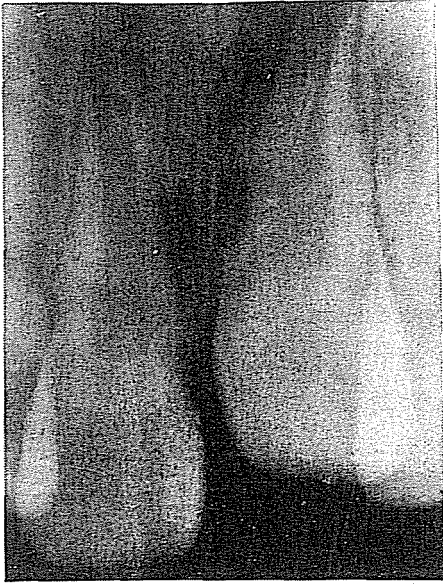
Radiografía periapical I.C.S.I. L1 Sin erupción.
